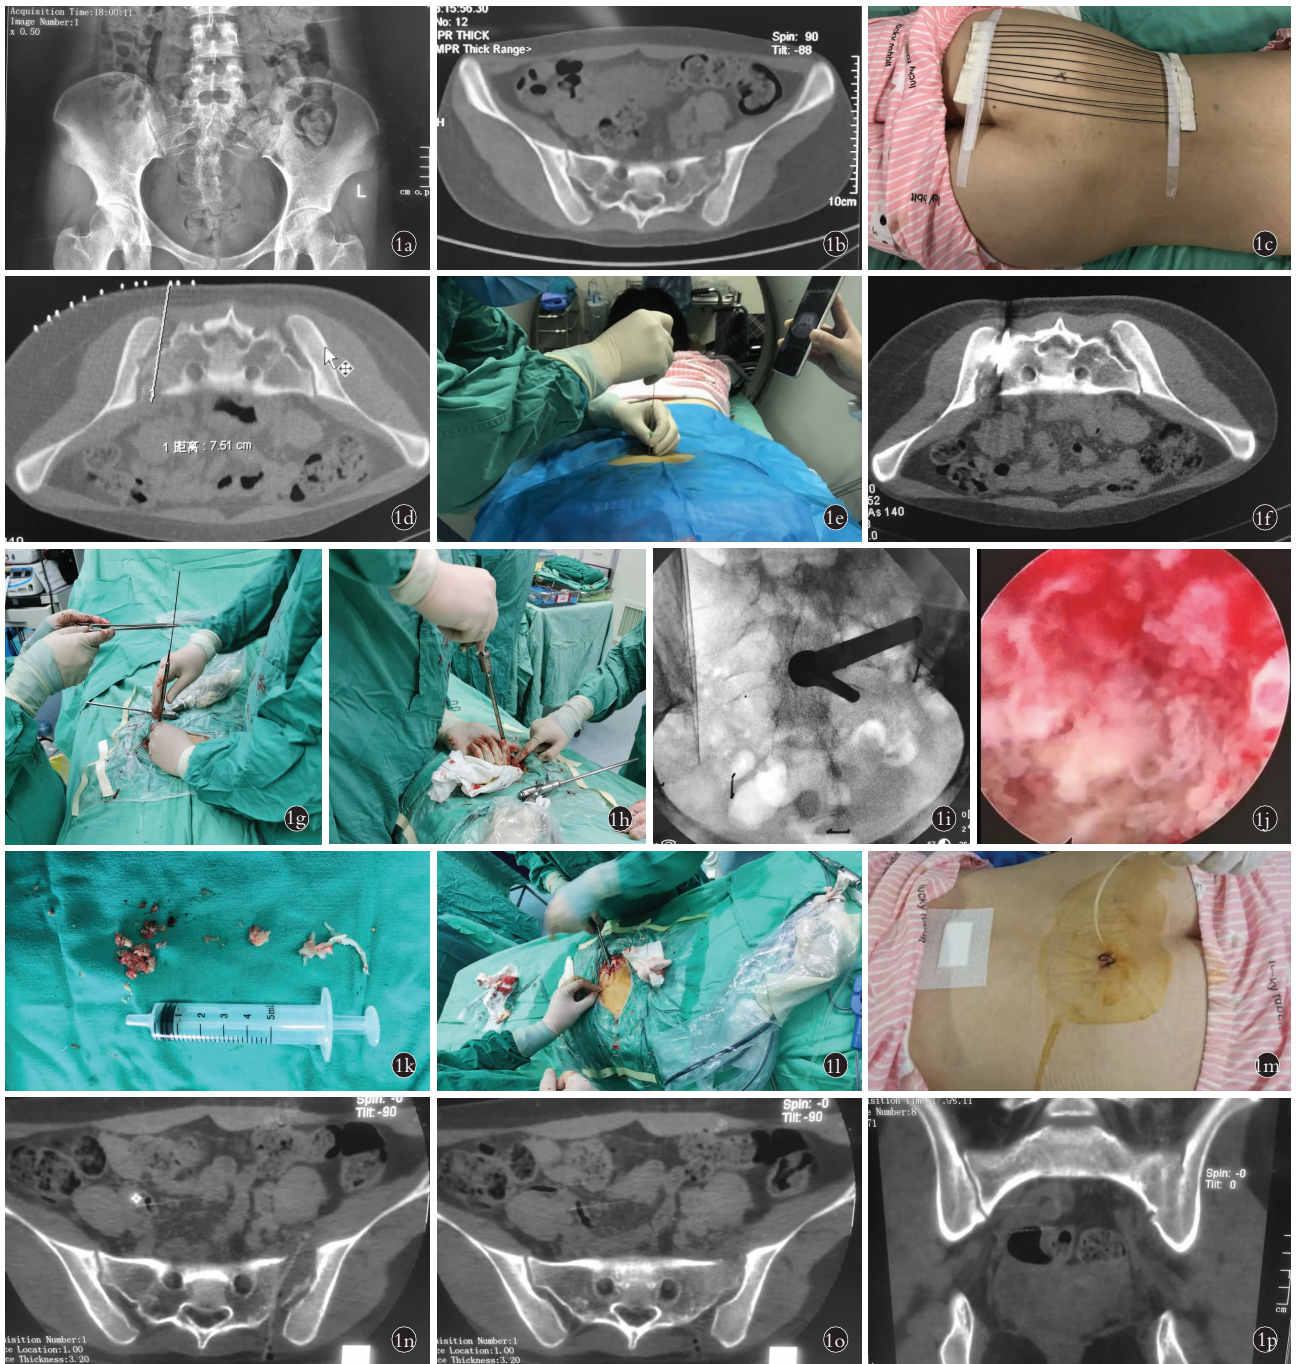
患者,女,29 岁,骶髂关节结核,病程约 1 年 1a. 术前骨盆正位 X 线片示骶髂关节骨质破坏、死骨形成 1b. 术前骶椎 CT 示骶髂关节面破坏,间隙增宽 1c. 术前骶椎 CT 定位臀部贴定位栅标记线 1d. 规划穿刺定位路径 1e. 局麻下骨穿刺穿刺病灶中心 1f. 骶椎 CT 确认定位准确 1g. 沿定位导针套管逐级扩张 1h. 套管内置入环锯扩大骨性通道 1i. 置入脊柱内镜工作套管后进行 C 形臂 X 线正位透视确认 1j. 镜下病灶灌洗、清创 1k. 清理的坏死组织 1l. 皮肤缝合 1 针,固定细管 1m. 细管术后注药 1n. 术后 3 d 复查骶椎 CT 显示病灶清理彻底 1o,1p. 术后 1 年复查 CT 示结核病灶消失,骶髂关节融合
